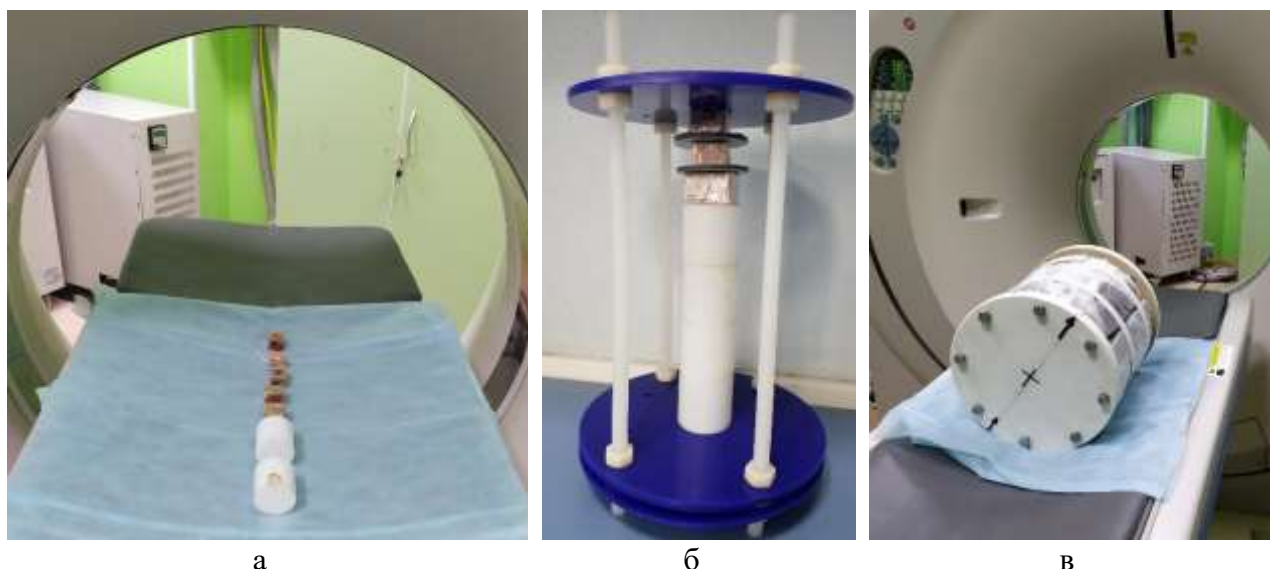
Образцы перед сканированием в компьютерном томографе:
